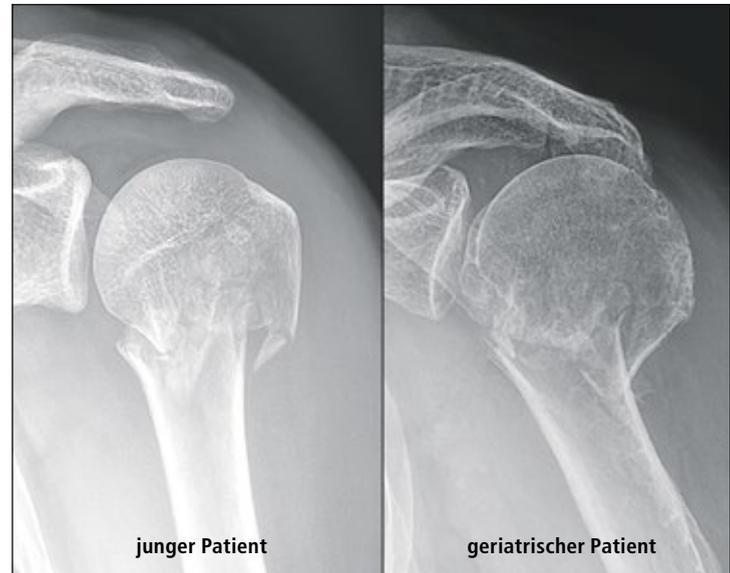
Röntgenbilder einer Humerusfraktur eines jungen Patienten (l.) mit normaler und eines geriatrischen Patienten (r.) mit milderer Knochenqualität
